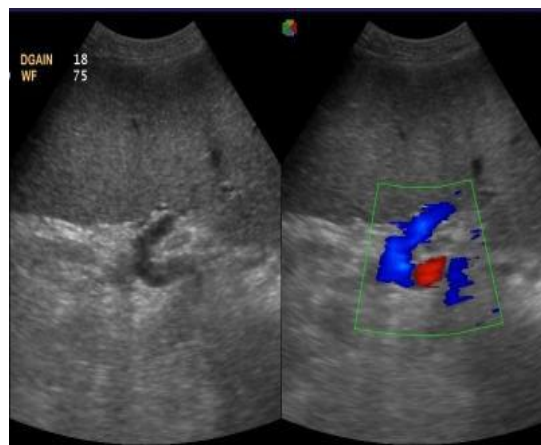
Эхотомограмма. В режим и ЦДК. Спленомегалия, извитая «S» образная, расширенная селезеночная вена, кровоток спленофугальный
